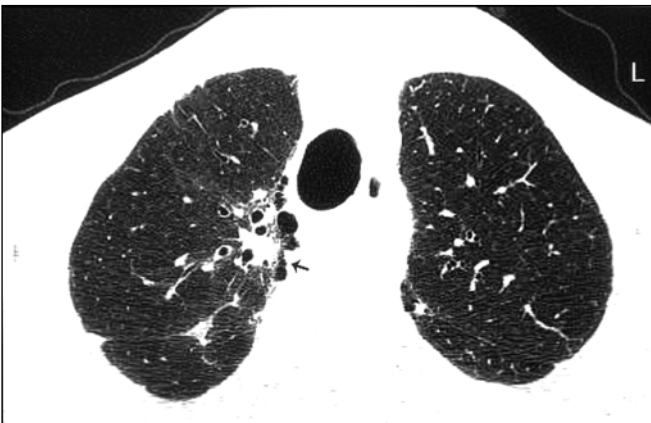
A. P-A akciğer radyografisinde, sağ apikal plevral kalınlaşma ve düzensizlik izlenmektedir. B. Aynı hastanın apeks düzeyinden geçen aksiyal YRBT kesitinde, sağda daha belirgin olmak üzere bilateral apikal fibrobüllöz hastalık (ok) ile uyumlu radyolojik değişiklikler izlenmektedir.
